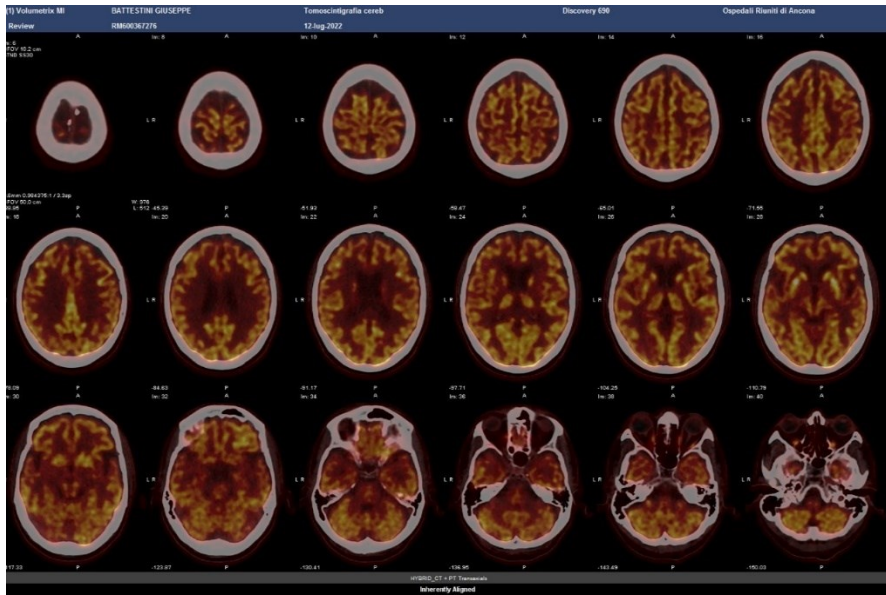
Studio PET dello stesso paziente della Figura 16 con MCI (immagine acquisita sempre tramite PET/RM).
